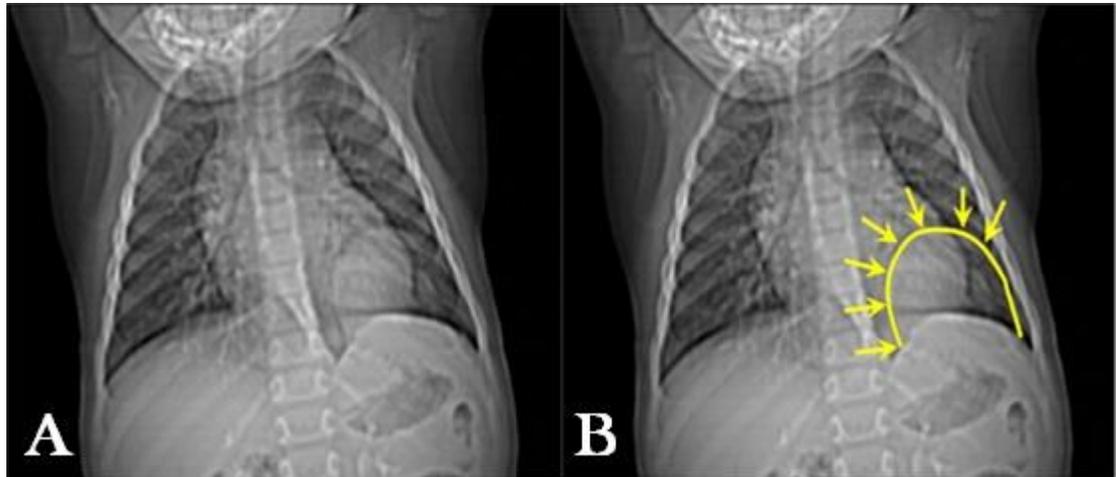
A- Topograma o radiografía digital: se observó imagen radiopaca en base derecha con su porción medial en posición retro-cardíaca, que no borraba las siluetas cardíaca y diafragmática. B- El mismo topograma donde se dibujaron y se delimitaron (flechas amarillas) los bordes de la imagen.
